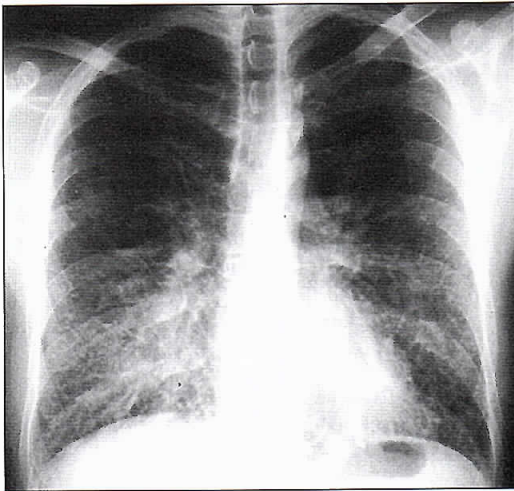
Radiografía de tórax 01.04.2002. Infiltrados intersticiales difusos con líneas de Kerley B.
